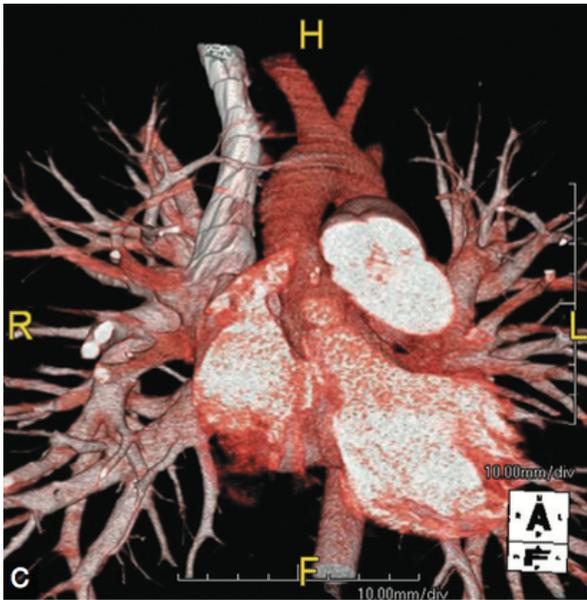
A, Imagen de cuatro cámaras de RM cardiaca que muestra la ampliación ventricular derecha de una SV-ASD. En los paneles 1 a 3 se observa mejor la ventrícula derecha agrandada, mientras que la comunicación junto con algunas de las venas pulmonares se observa mejor en el panel 4. B, Proyección de intensidad máxima proyección multiplanar de un angiograma de TC también muestra PAPVC del Derecha y derecha de la vena pulmonar del lóbulo medio a la aurícula derecha. La vena cava superior está llena de agente de contraste, y hay algún artefacto de llenado en su interior. C, Se muestra una reconstrucción en 3D con aumento de color del mismo angiograma de TC. Aquí la vena pulmonar del lóbulo medio superior derecho y derecho puede verse aún más claramente drenando en la vena cava superior.
